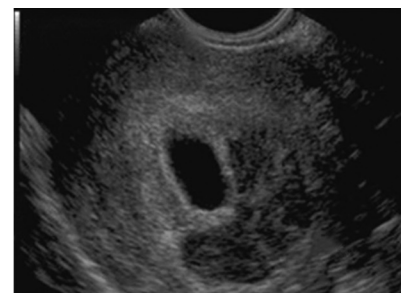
Определение размеров ретрохориальной гематомы при УЗИ: а — маленькая гематома; б — гематома средних размеров; в — массивная гематома
